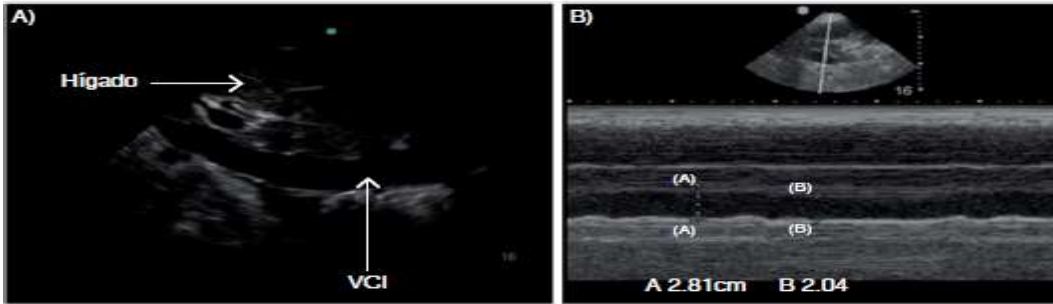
Evaluación de la precarga y respuesta a volumen mediante ultrasonografía de la vena cava. Imagen ultrasonográfica de la vena cava inferior en donde se observa A) Imagen longitudinal de vena cava inferior vista subcostal en modo 2D. B) Medición de la variación del diámetro durante respiración espontánea en modo movimiento, (A) que representa el diámetro máximo y (B) diámetro mínimo. Tomado sin permiso: Carrillo Esper R, Velasco RT, Talamantes YG, Aguirre EG.
